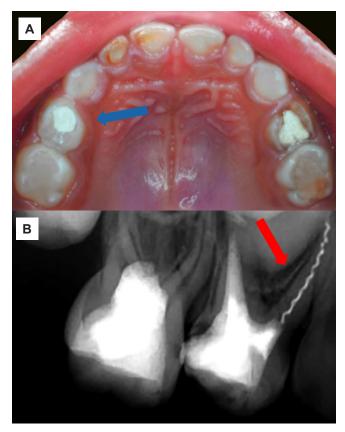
Examen clínico y radiográfico de la pieza 54. A) Vista oclusal del maxilar superior, en la que se observa la pieza 54 con restauración temporal. B) Radiografía periapical de la pieza 54, donde se observa imagen radiopaca proyectada en raíz mesiovestibular compatible con fractura de instrumento endodóntico.
